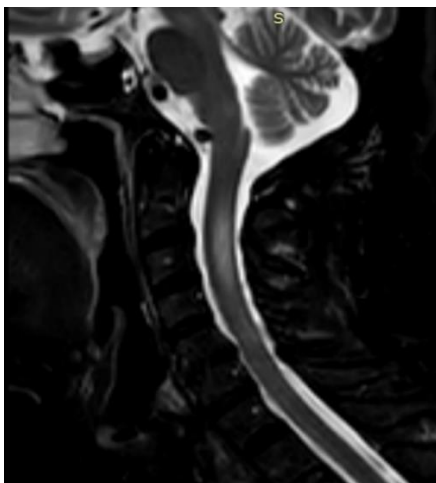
STIR-режим МРТ саггитальный срез шейного отдела спинного мозга (авторский рисунок)
